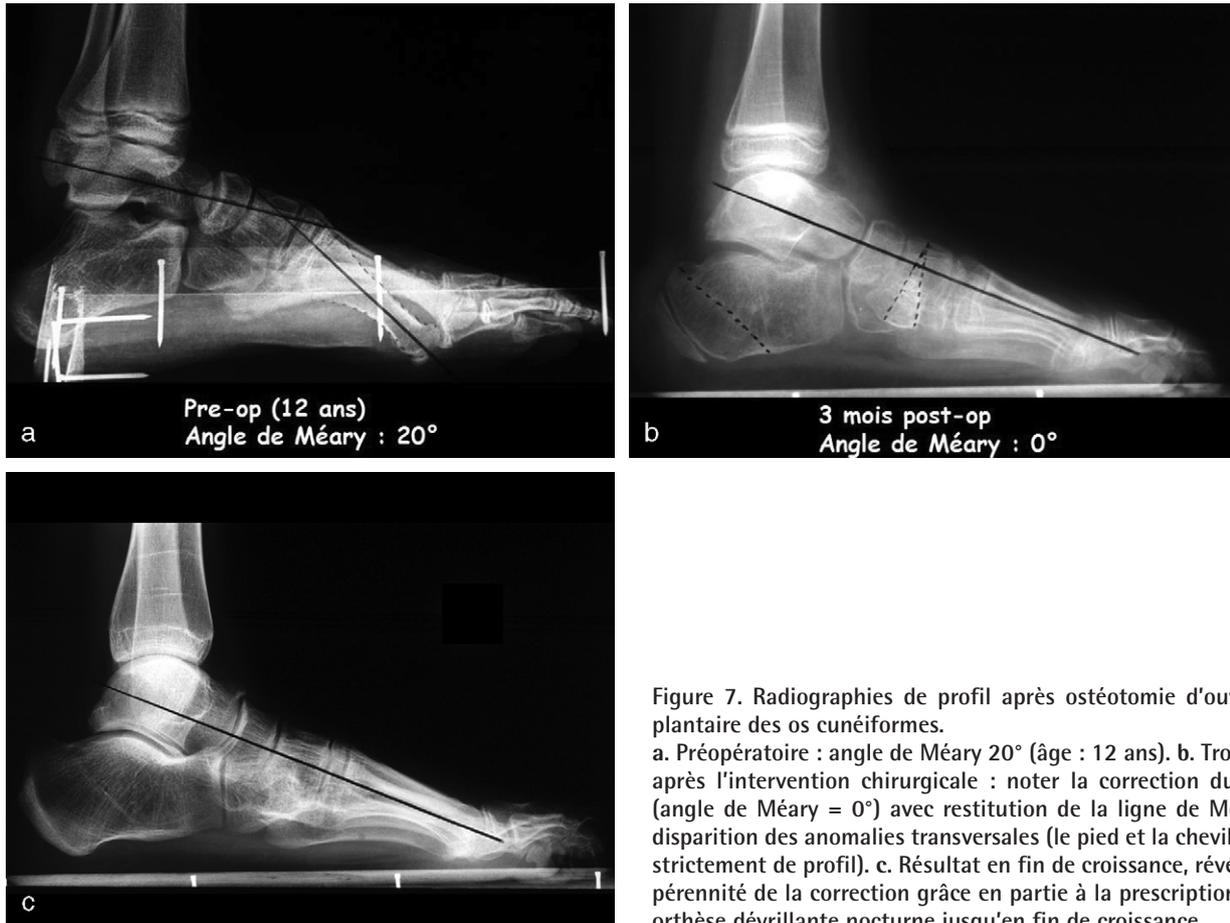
Radiographies de profil après ostéotomie d'ouverture plantaire des os cunéiformes.
